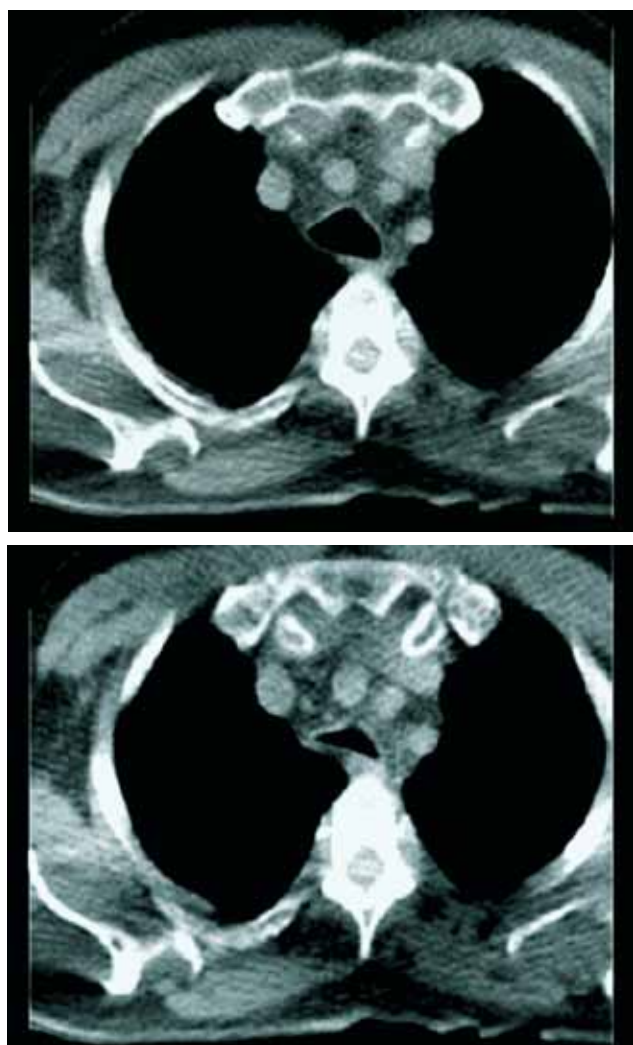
Электронно-лучевая томография грудной клетки у пациента из основной группы в фазу вдоха и фазу выдоха
